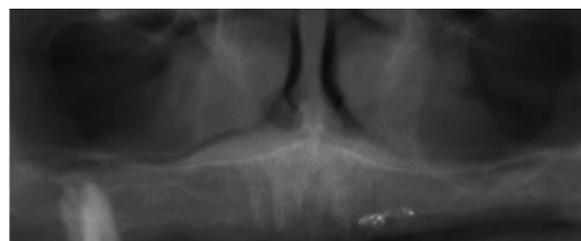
Reconstrução panorâmica do CBCT onde é possível observar um aglomerado de partículas radiopacas no 2º quadrante, sugestivas da presença de material metálico.
